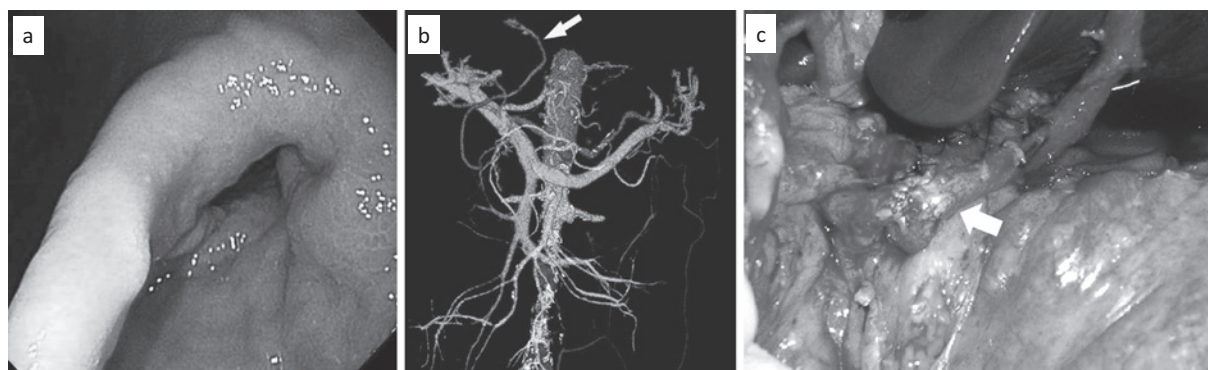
a Gastrointestinal endoscopy showed type 2 lesion on the antrum and posterior wall of the stomach. b 3D-CT scan showed patency of RGEA bypass graft. c Operative findings; RGEA bypass graft was skeletonized (allow).
